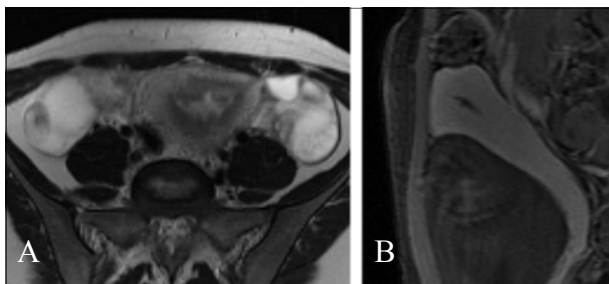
RM pélvica. T2 axial (A) e T1 sagital com gadolínio após saturação da gordura (B). Tumor com hipersinal em T2 e captando contraste à periferia em T1 após contraste, localizado à cavidade endometrial.
